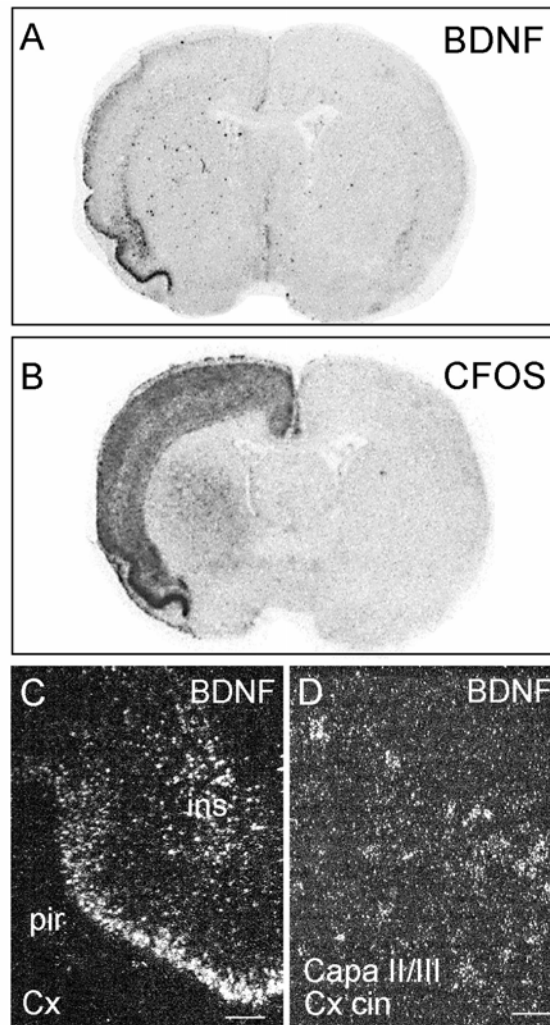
El bloqueo del transporte axoplásmico en el haz prosencéfalo medial aumenta la expresión de ARNm de BDNF y de cFos en la corteza ipsilateral. A y B: autorradiografías mostrando la expresión de ARNm de BDNF (A) y de cFos (B). Estas figuras muestran una elevada sobreexpresión de BDNF y cFos en la corteza ipsilateral, pero las zonas en las que detectamos esta sobreexpresión son diferentes para ambos marcadores. C y D: microfotografías de campo oscuro de alta magnificación mostrando el aumento de los niveles de ARNm de BDNF en la corteza como consecuencia de la inyección de colchicina en el HPM. Este aumento de la expresión de BDNF inducido por colchicina se restringió a las capas II/III de la corteza y a la corteza insular y piriforme (ver valores en tabla 4), lo cual contrasta con el patrón de sobreexpresión de ARNm de cFos ya que el mensajero de este marcador está sobreexpresado en toda la corteza ipsilateral. Barras de escala: C, 100 μm ; D, 50 μm .
